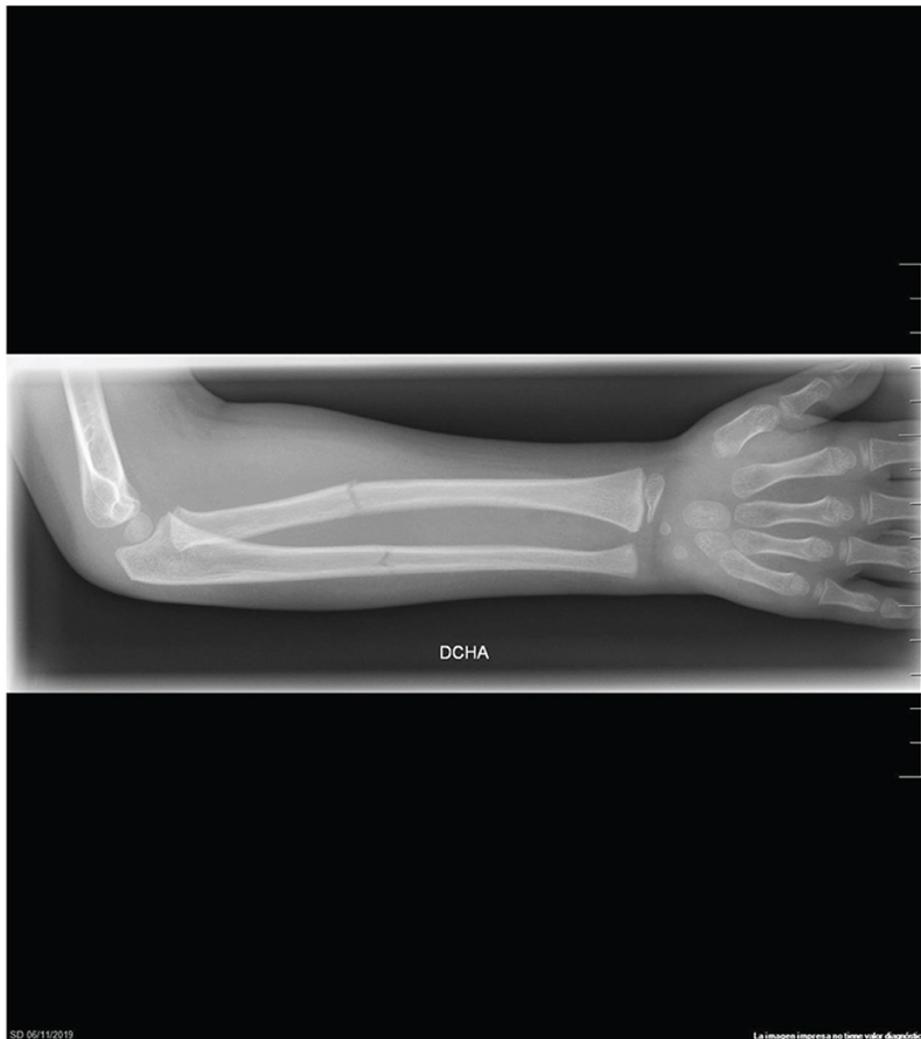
Radiografía AP de antebrazo: fractura en tallo verde de antebrazo.
